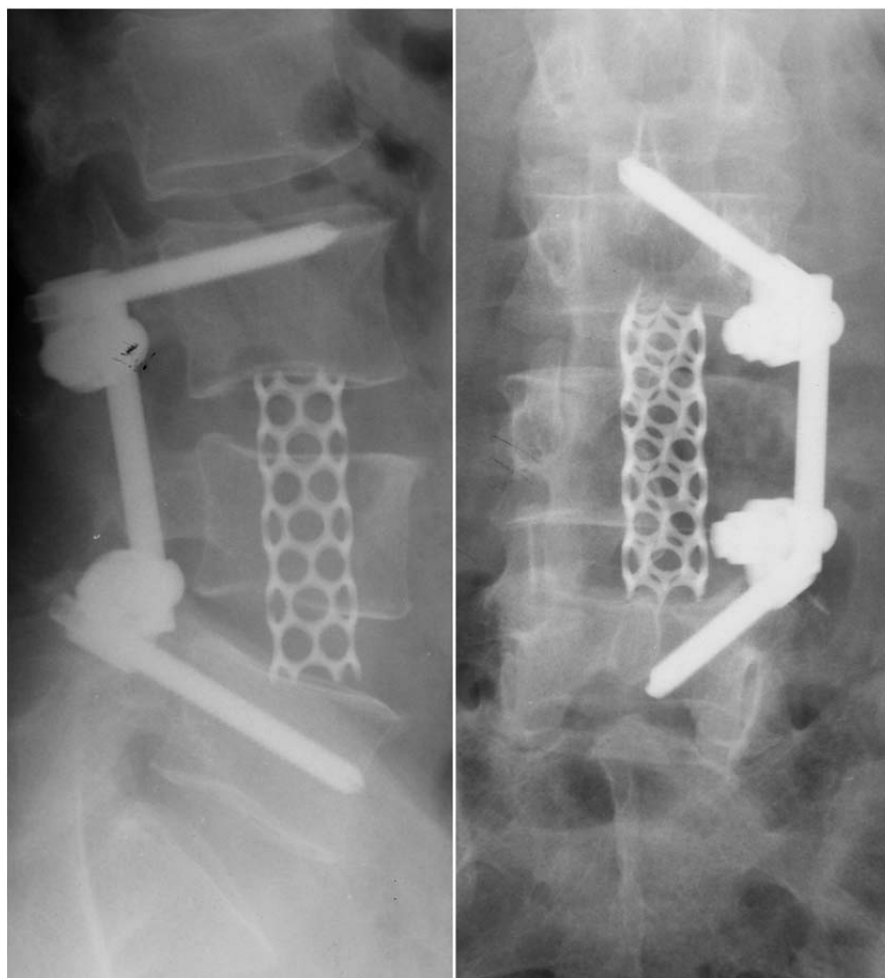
Контрольна рентгенографія.
